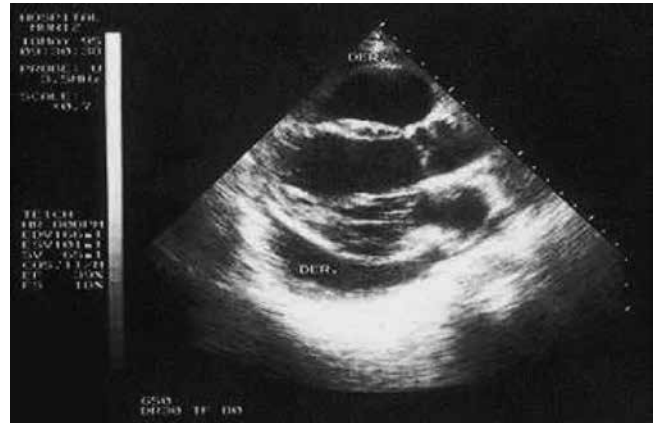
Ecocardiograma. Se evidencia derrame pericárdico. No hay signos de cicatrización pericárdica.
